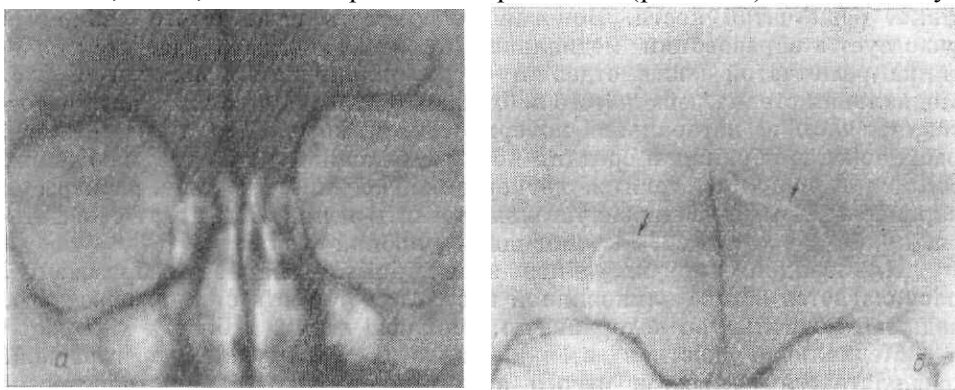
Фрагменты рентгенограмм черепа в носо-подбородочной проекции.
